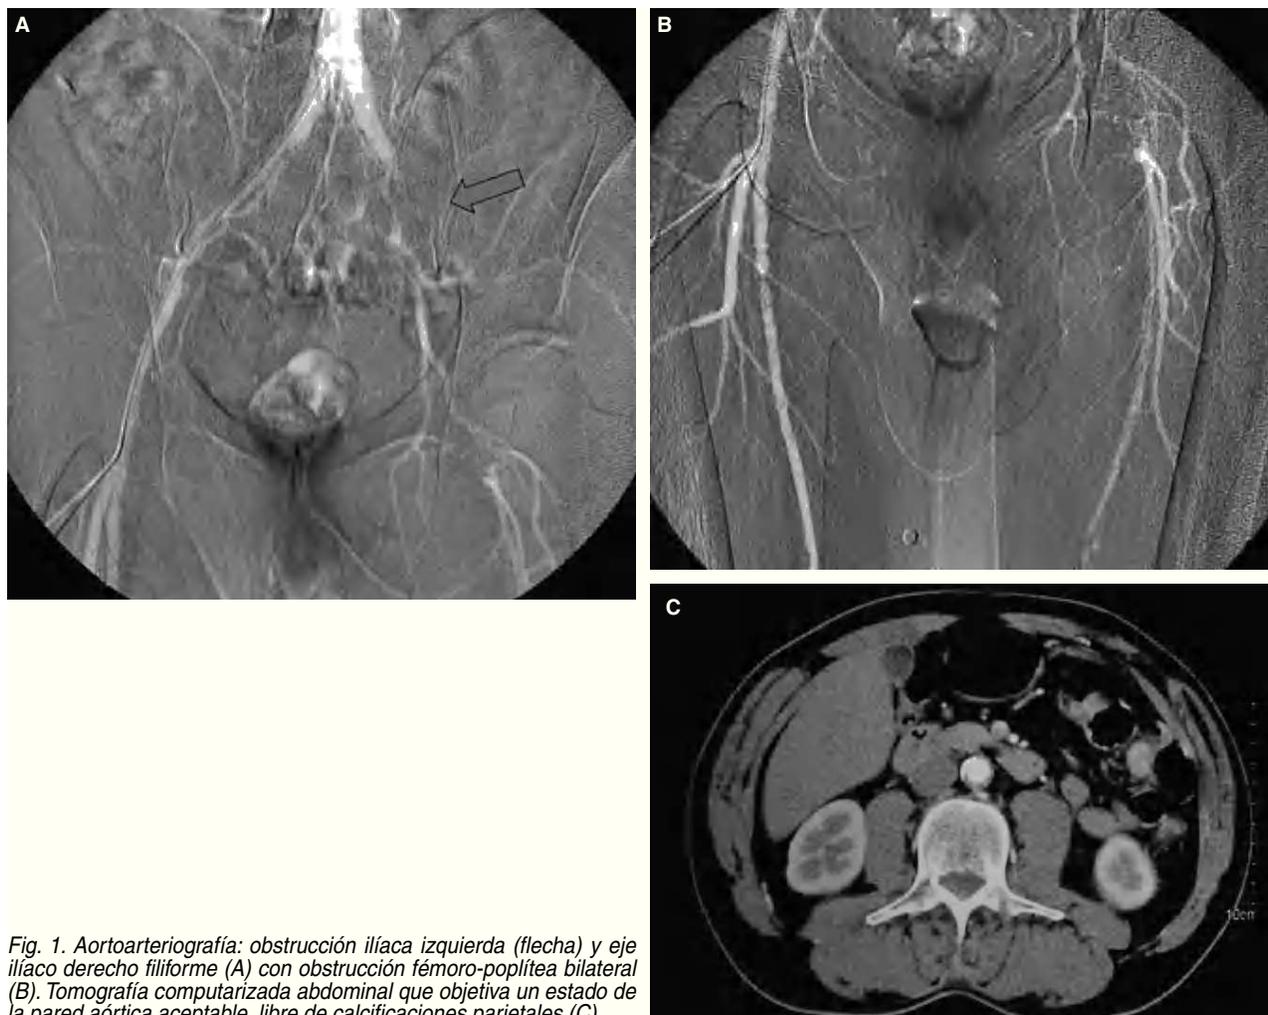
Aortoarteriografía: obstrucción ilíaca izquierda (flecha) y eje ilíaco derecho filiforme (A) con obstrucción fémoro-poplítea bilateral (B). Tomografía computarizada abdominal que objetiva un estado de la pared aórtica aceptable, libre de calcificaciones parietales (C).
